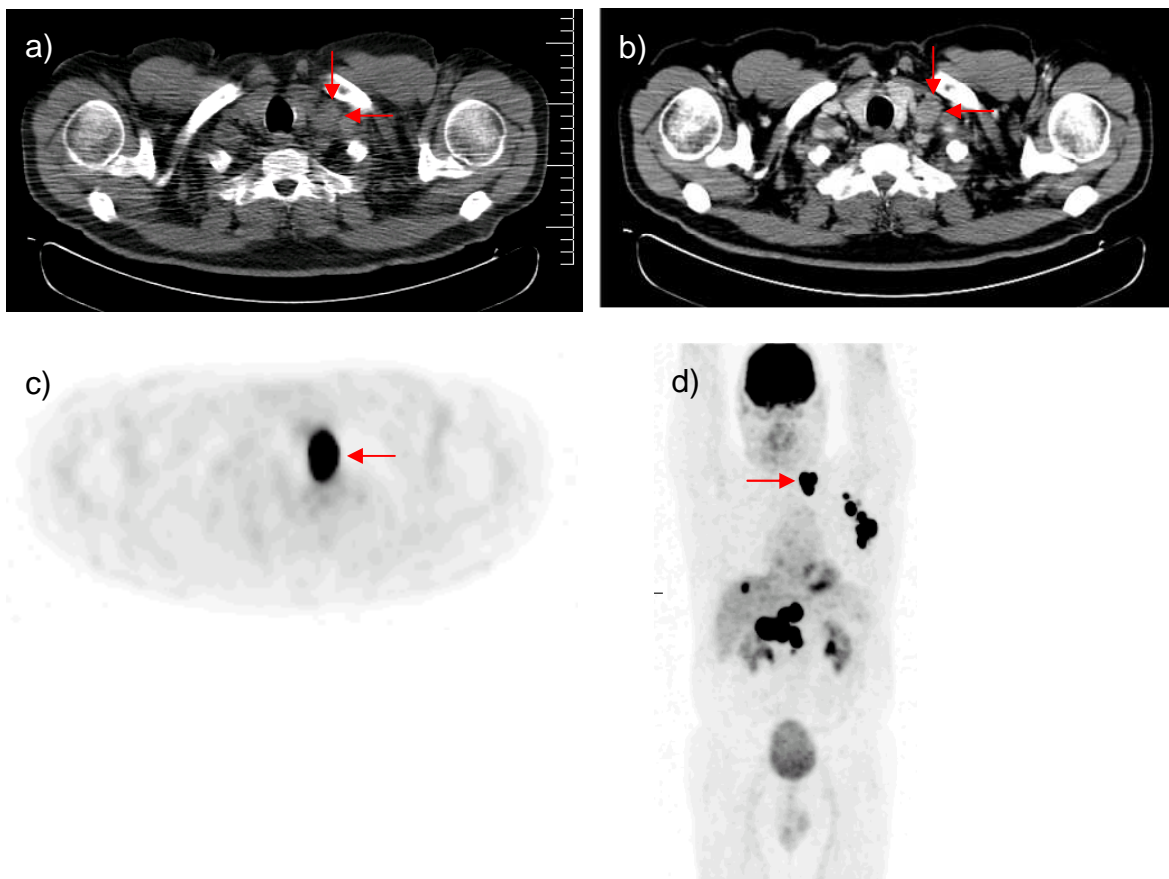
Falsch-negativer Lymphknotenbefund in der Nativ-CT, 65-jähriger Patient
